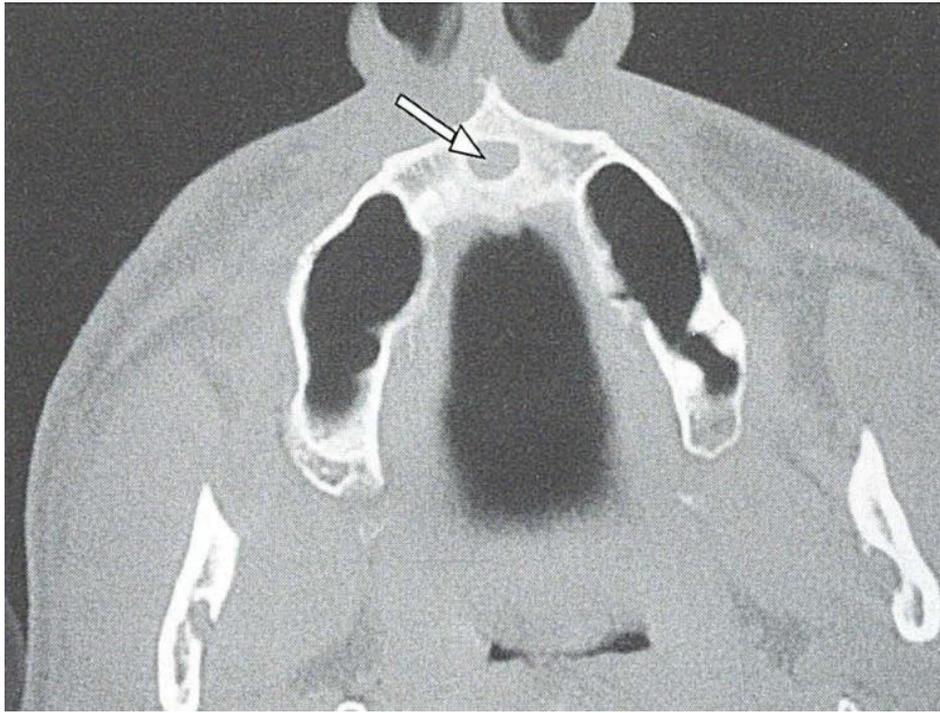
Tomografía axial computarizada revela un defecto óseo bien delimitado (flecha) en la parte anterior del paladar, que corresponde a un quiste del conducto nasopalatino.
